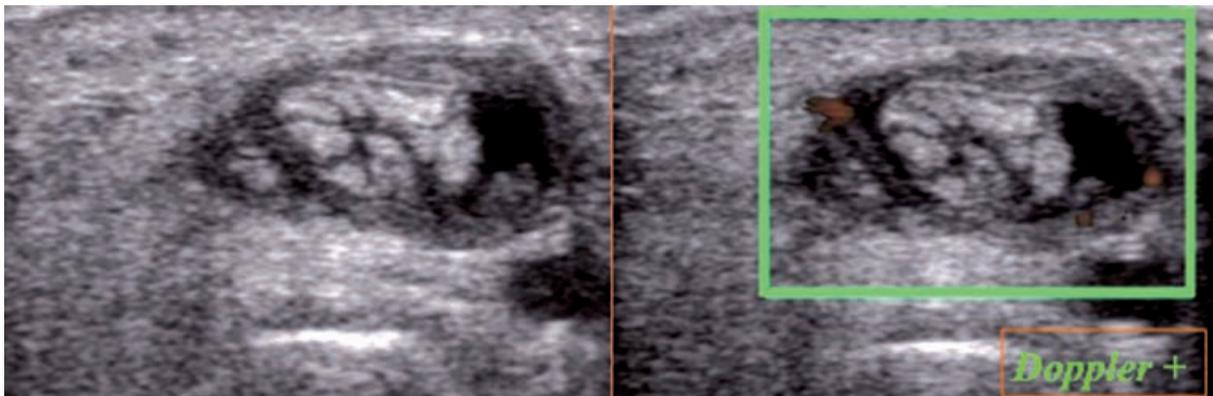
Épaississement circonférentiel de la gaine synoviale autour de l'APL (multibandelettes) et de l'EPB (unique) et du septum, avec spots hyperhémiques au Doppler.
